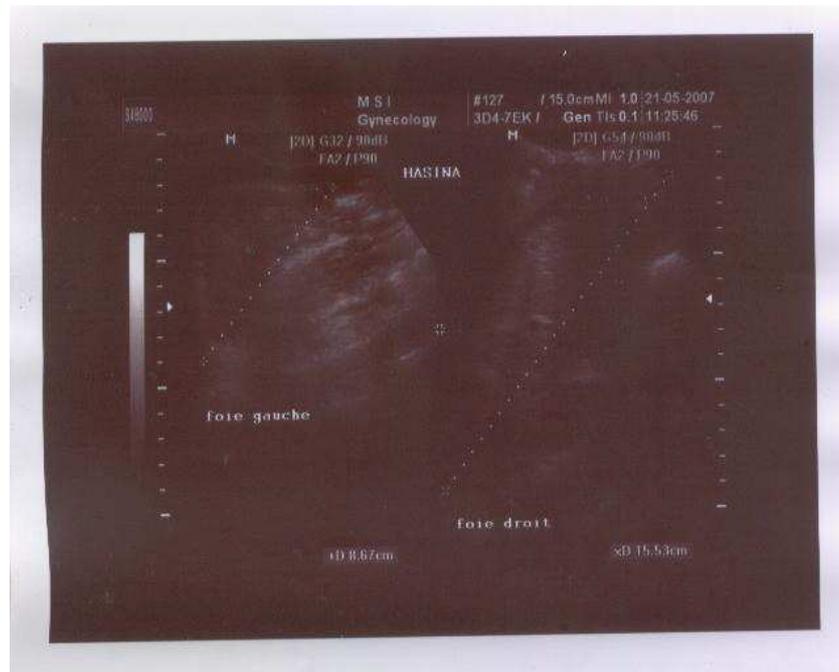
image échographique du foie gauche et droit (hépatomégalie)
